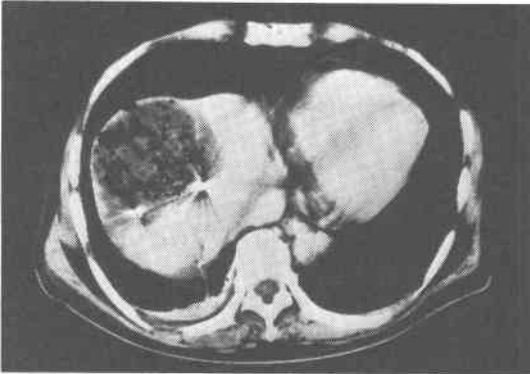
症例2. 術後CT像, 肝切離端に完全被包が認められ内部に液体貯留像が見られる。
